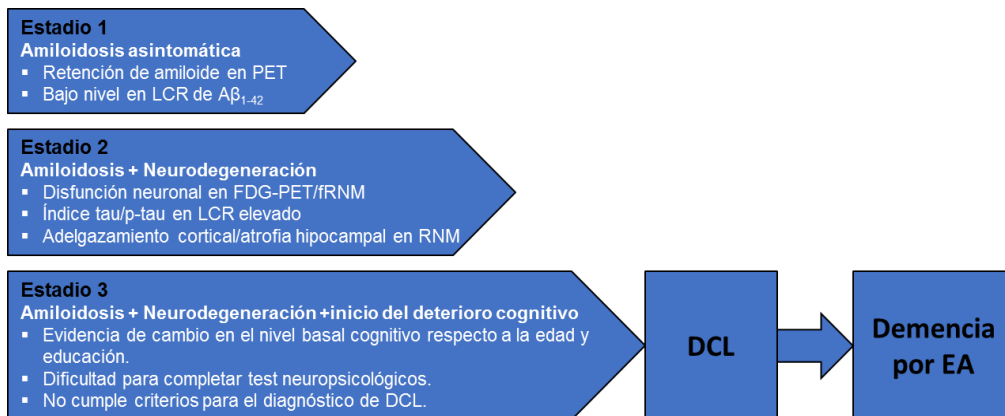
Representación gráfica del estadiaje del Alzheimer preclínico. Muchos sujetos no progresarán más allá del estadio 1 o del estadio 2; pero aquellos en estadio 3 tendrán una alta probabilidad de progresar a DCL y demencia por EA. Abreviaturas: (PET: tomografía por emisión de positrones; LCR: líquido cefaloraquídeo; FDG: fluorodeoxiglucosa; fRNM: resonancia nuclear magnética funcional; DCL: deterioro cognitivo leve)
